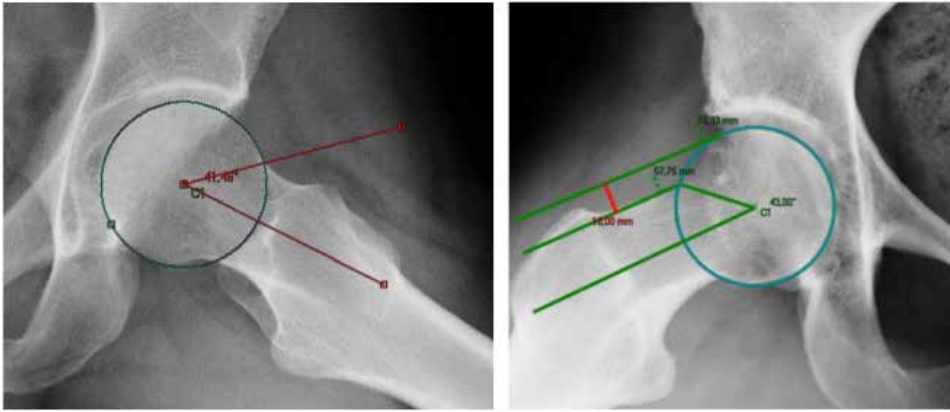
Radiografía axial de Dunn de la cadera izquierda donde se realiza la medición del ángulo α , en este caso un ángulo normal (A). Radiografía axial de Dunn de la cadera derecha donde se realiza la medición del offset femoral anterior, en este caso considerado como normal (B).
